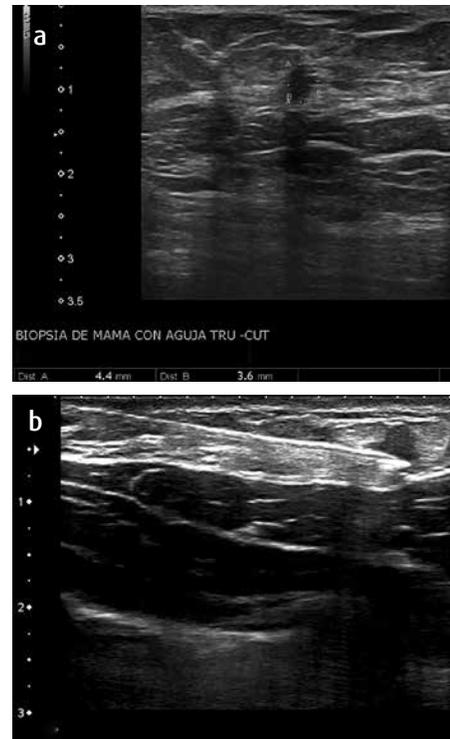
Paciente femenina, de 63 años de edad. Cl. a) Ultrasonido de alta resolución, nódulo en el seno CSE, eje de las 10. Nódulo sólido antiparalelo de márgenes espiculados anillo ecogénico grueso BI-RADS 4C de 4,4 + 3,6 mm. b) Biopsia trucut guiada por ultrasonido que muestra la aguja dentro del nódulo.
